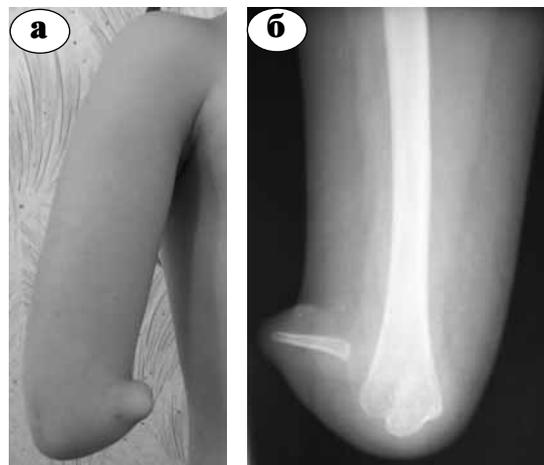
Пациент с промежуточной формой ВСК локтевого сустава: а – внешний вид; б – рентгенограмма
